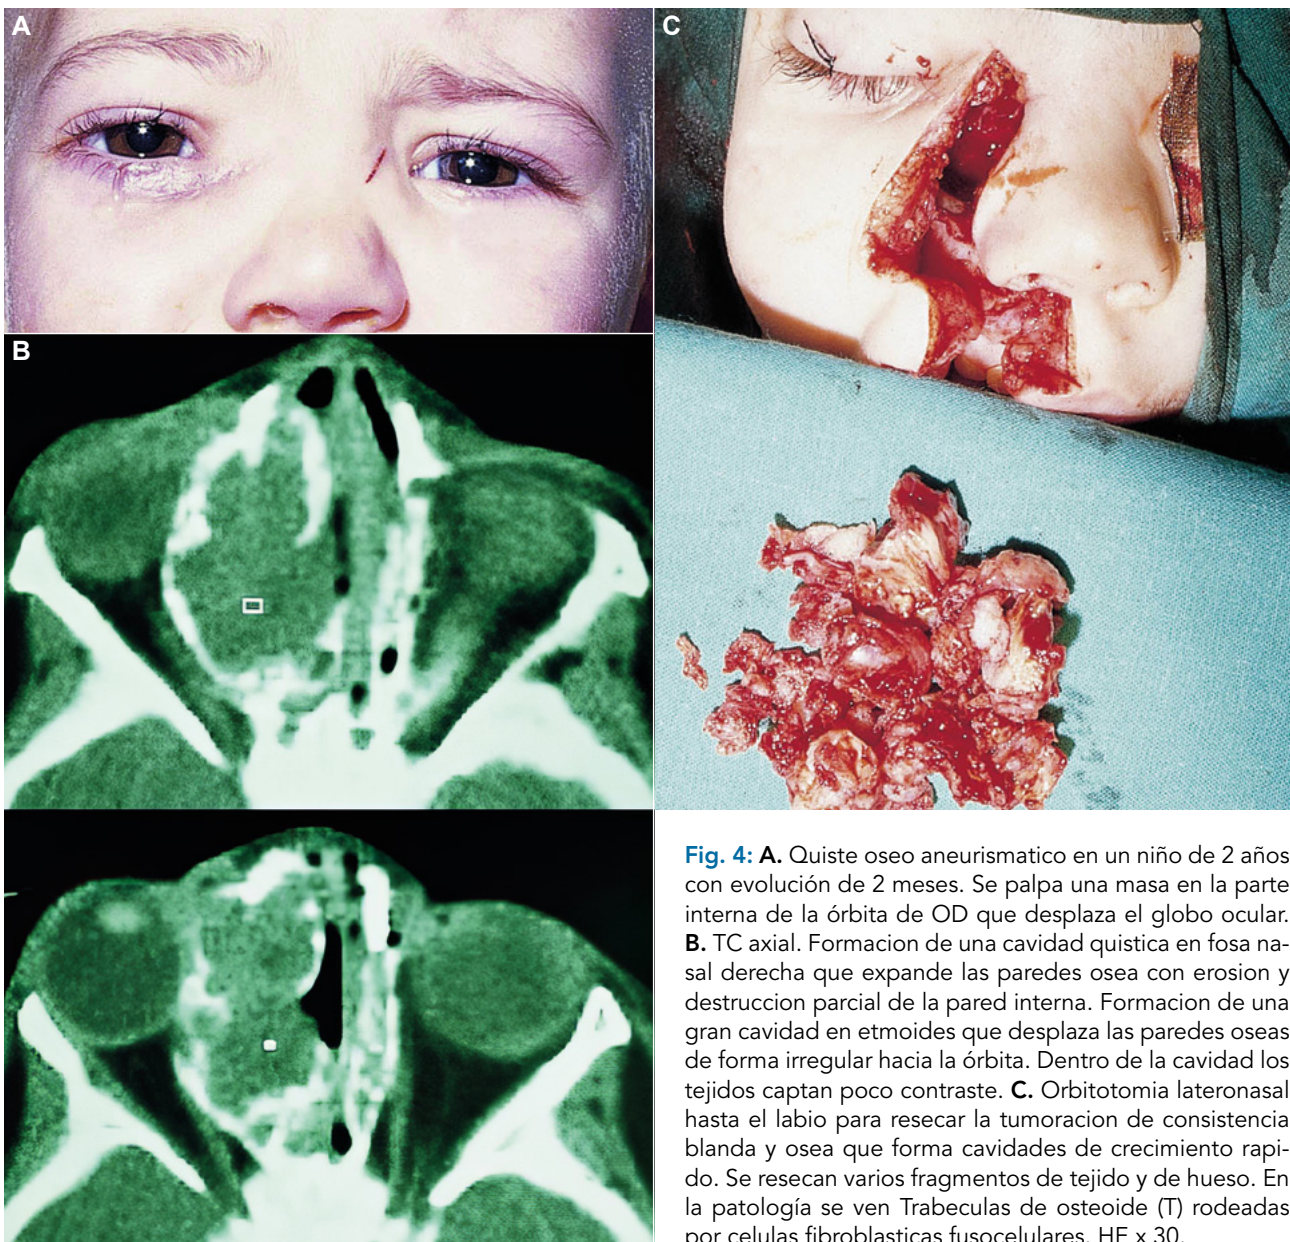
A. Quiste óseo aneurismático en un niño de 2 años con evolución de 2 meses. Se palpa una masa en la parte interna de la órbita de OD que desplaza el globo ocular. B. TC axial. Formación de una cavidad quística en fosa nasal derecha que expande las paredes ósea con erosión y destrucción parcial de la pared interna. Formación de una gran cavidad en etmoides que desplaza las paredes óseas de forma irregular hacia la órbita. Dentro de la cavidad los tejidos captan poco contraste. C. Orbitotomía lateronasal hasta el labio para reseccionar la tumoración de consistencia blanda y ósea que forma cavidades de crecimiento rápido. Se resecan varios fragmentos de tejido y de hueso. En la patología se ven Trabéculas de osteoide (T) rodeadas por células fibroblásticas fusocelulares. HE x 30.
